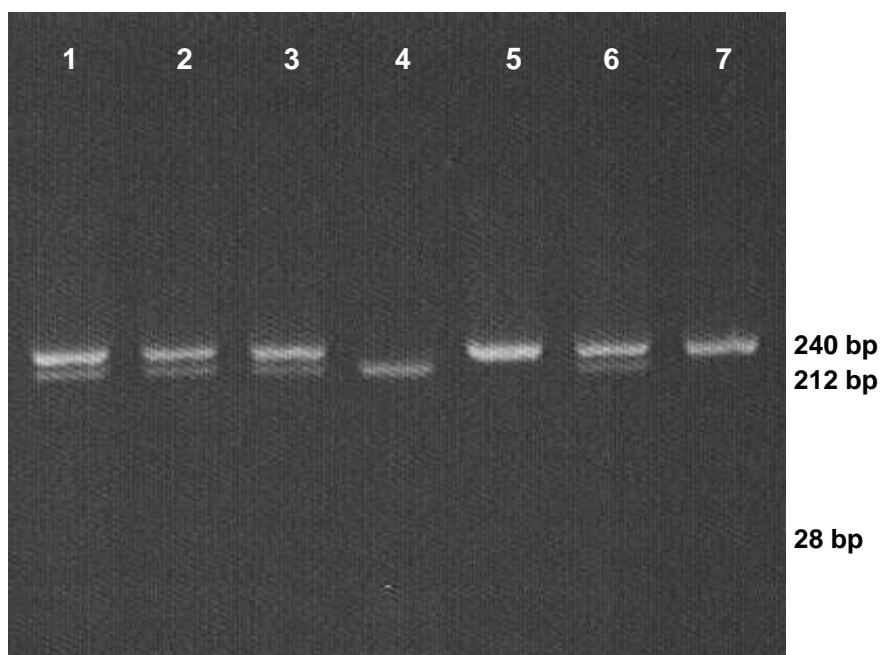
Determinação do polimorfismo na região T(-107) do gene da PON1 por PCR e digestão com enzima de restrição BsrBI. Linha 4: CC; linhas 1, 2, 3 e 6: CT; linhas 5 e 7: TT. O fragmento de 28 pb não é visível em gel de agarose 3%.
